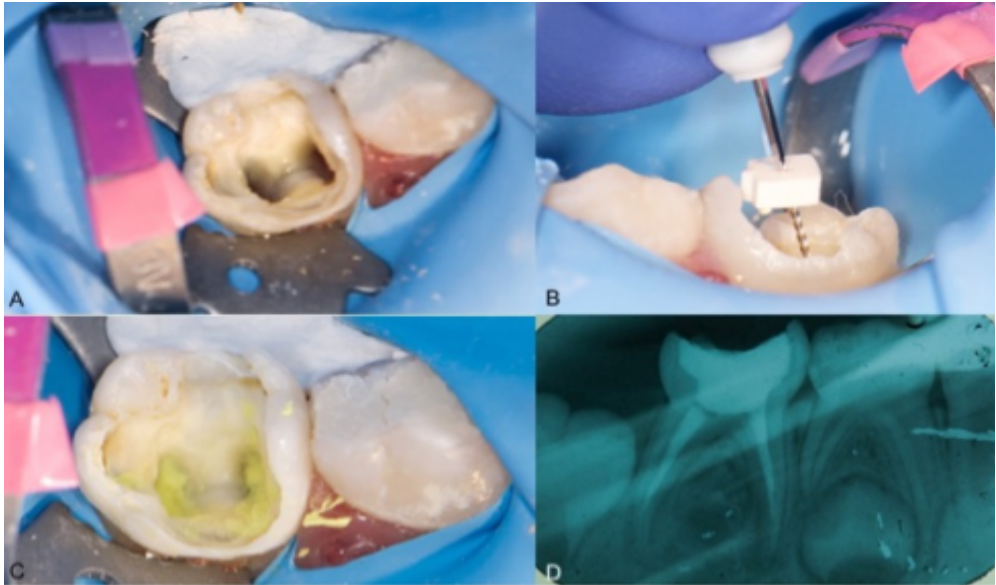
A. Apertura y visualización de los conductos. B. Instrumentación. C. Obturación con Vitapex. D. Radiografía final.
